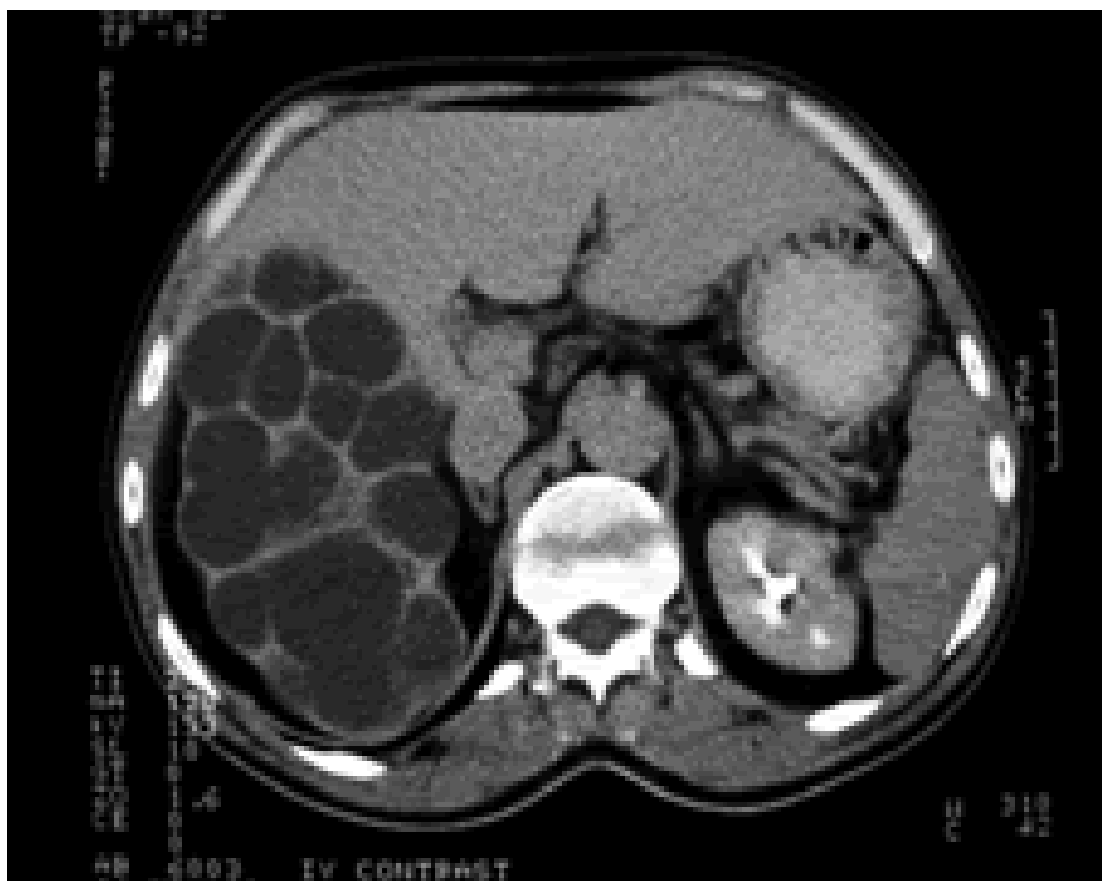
КТ с контрастированием
